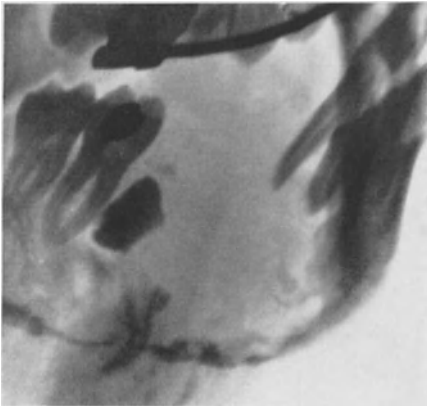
28jähr. ♀. Sarkomatöses Adamantinom des linken horizontalen Unterkieferastes. Entwicklung der Geschwulst innerhalb 8 Tagen im Anschluß an eine Parulis. Totale Unterkieferresektion. Nach 10 Jahren gesund. Zugehöriges Röntgenbild. Knochen weitgehend zerstört.
